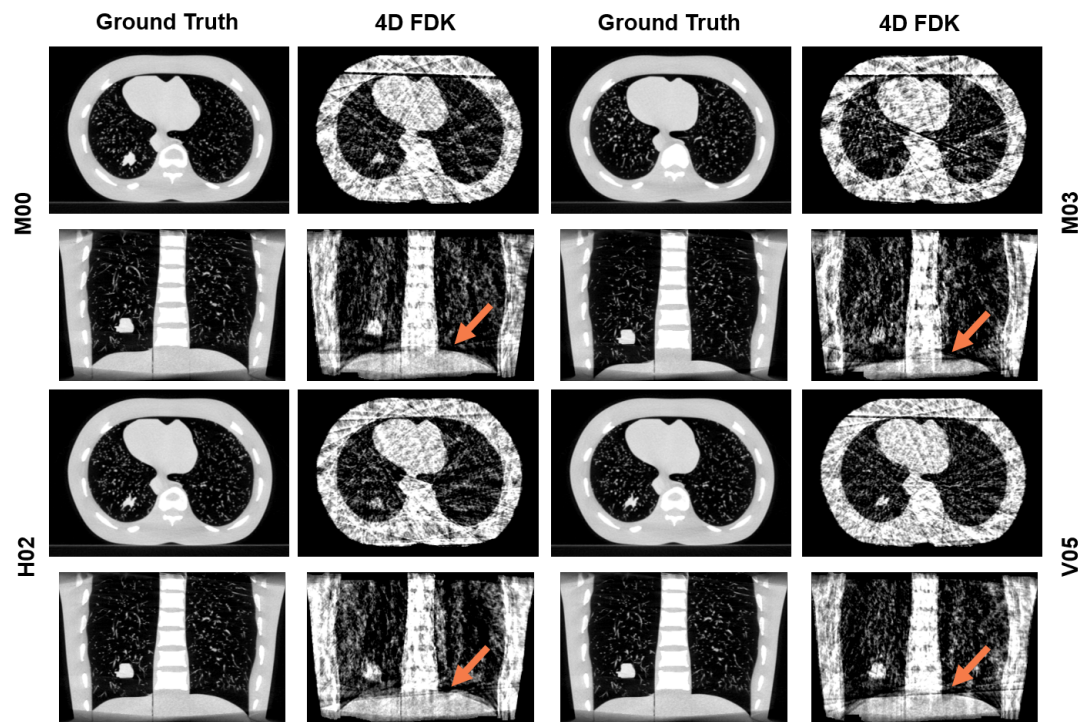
Für die verschiedenen Atemsignale und Patientengeometrien (vergleiche 4.3) ergeben sich unterschiedliche synthetische 4D CBCT in der LUNGMAN Phantomstudie. Besonders deutlich ist der Unterschied für die unregelmäßigen Atemsignale (siehe orangene Pfeile). Dargestellt ist die Phase Ende der Einatmung. Die Fensterung für die Rekonstruktionen ist $C = -250$ HU, $W = 1400$ HU.
